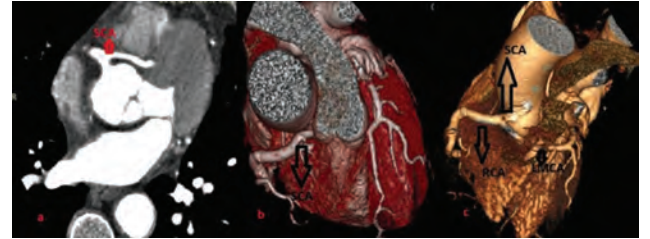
(A) CT shows a SCA arising from the right sinus of Valsalva (B) 3D CT reconstruction shows a single coronary artery arising from the right sinus Valsalva and dividing into right and left coronary artery. The left coronary artery goes interarteriel between aorta and pulmonary trunk. (C) After removing of pulmonary artery 3D CT reconstruction clearly shows a single coronary artery and its branches.
